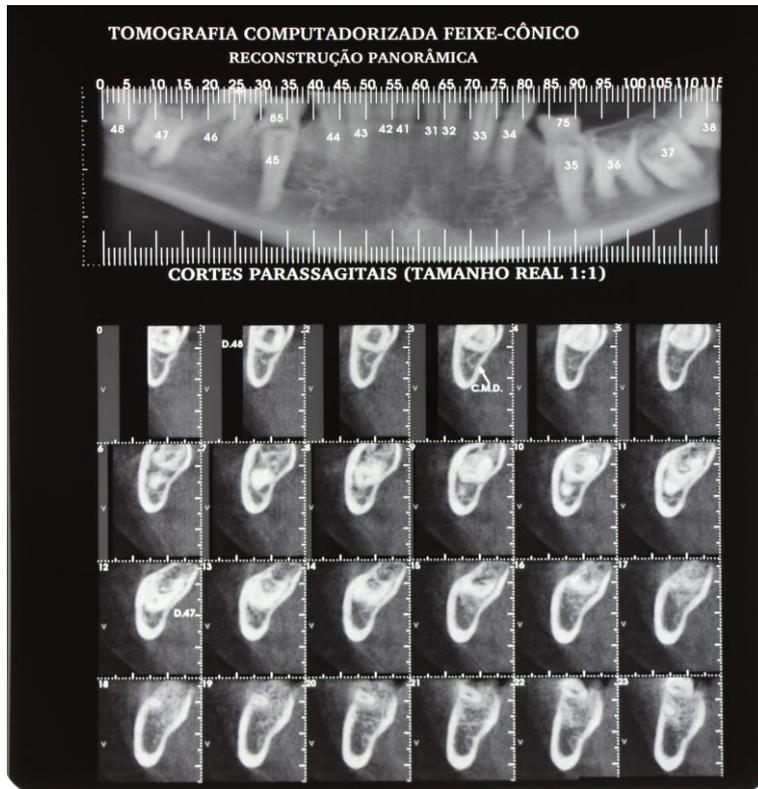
Tomografia computadorizada,dente (36) .
